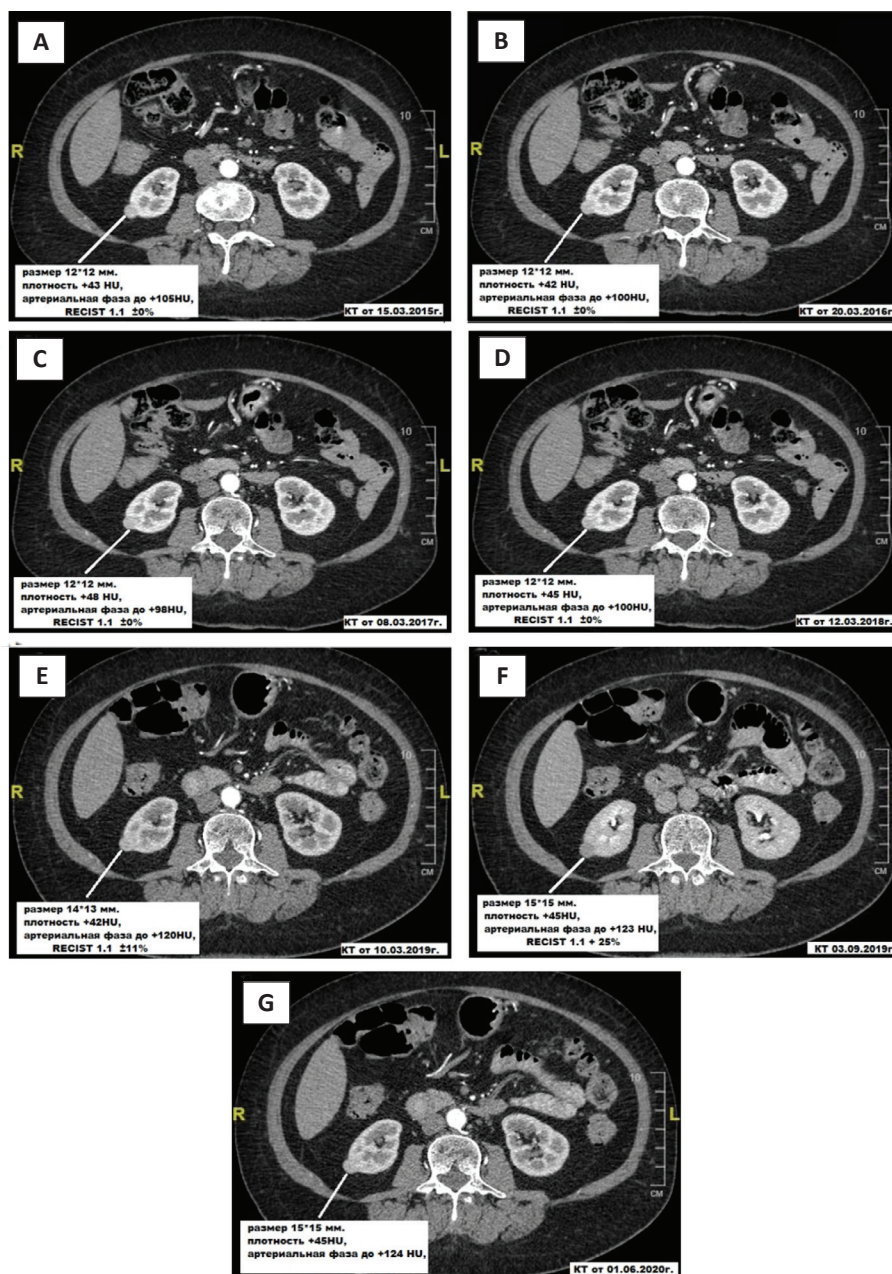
Активное наблюдение по данным КТ роста солидного образования нижнего полюса правой почки:
